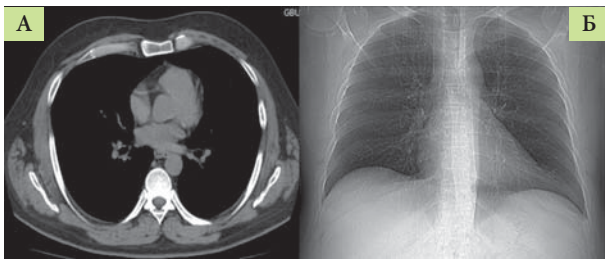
КТ органов грудной клетки через шесть месяцев терапии ГКС
